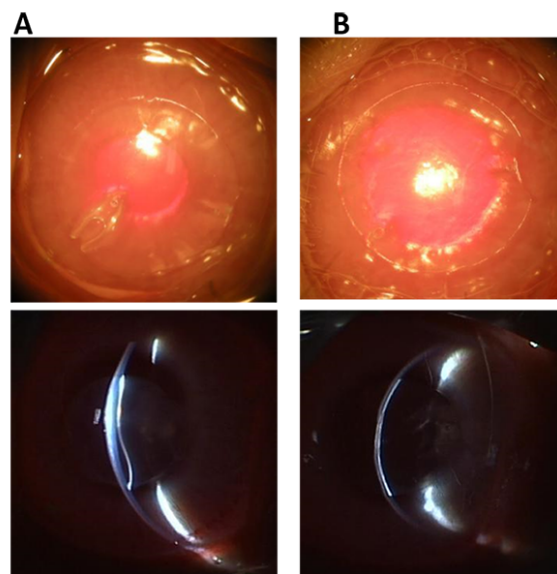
平坦形 CV-RM (A) と半球面形 CV-CERT (B) のウサギ角膜後面への付着性の比較
